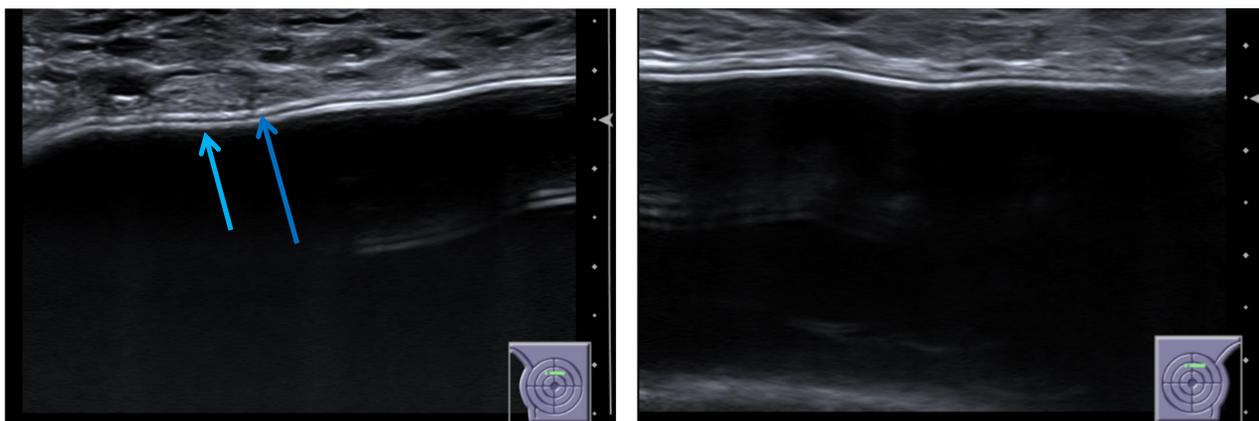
Ecografía de implantes mamario. Cápsula interna (flecha azul clarito) y cápsula externa (flecha azul oscuro)
